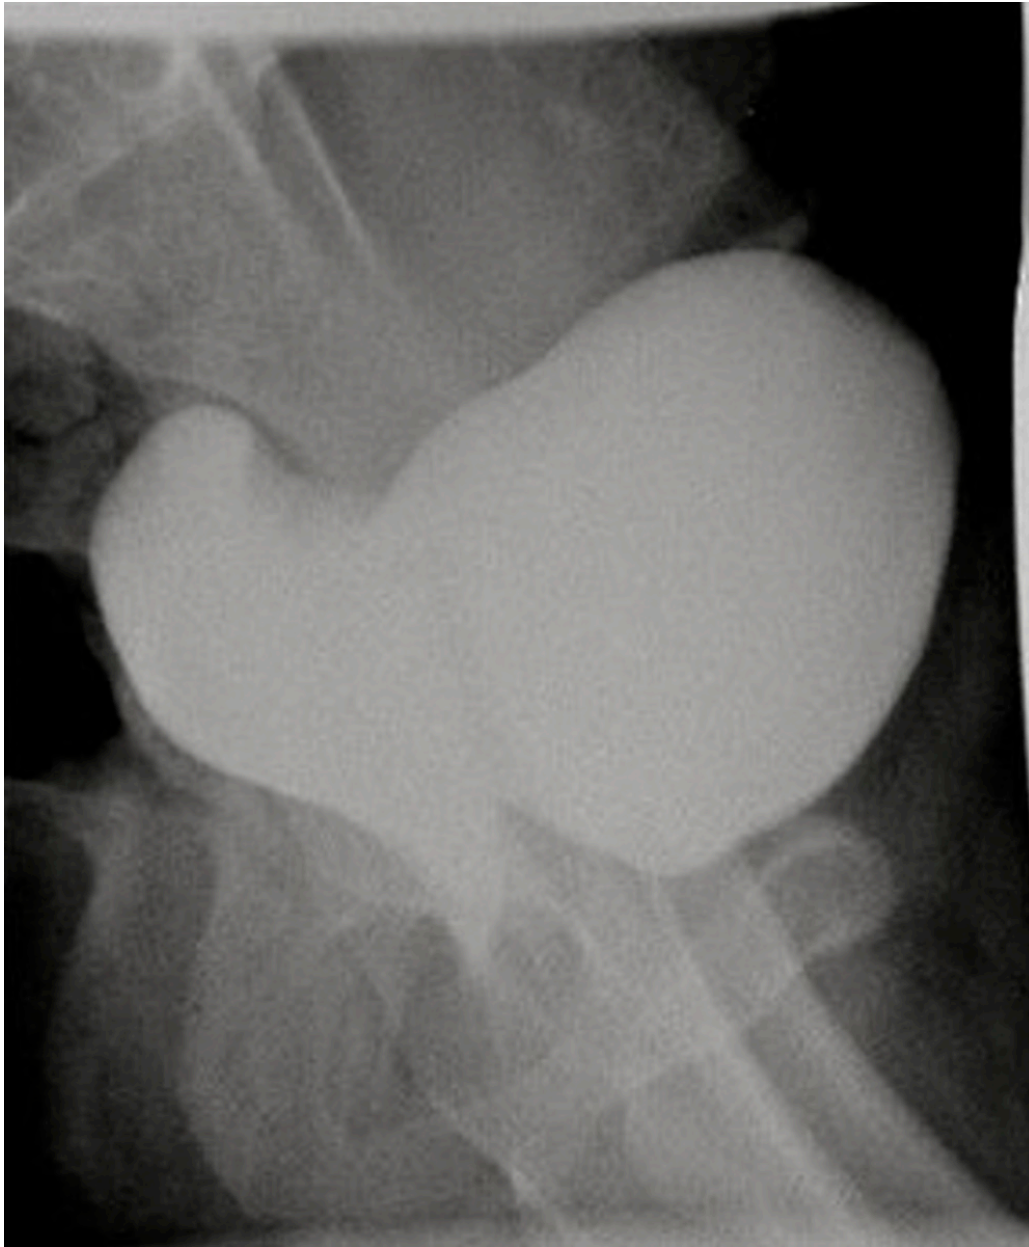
Proyección lateral. Cistografía retrógrada con contraste iónico diluido en la que se observa relleno de cavidad vaginal desde vejiga. Se visualiza la impronta del cérvix uterino. Fistula vésico-uterina (vésico-cervical), corroborada mediante ecografía.
